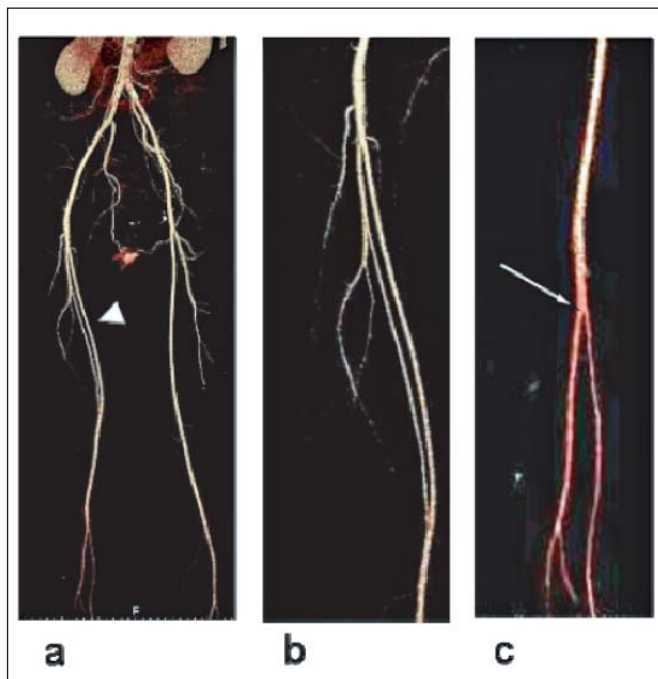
CT-Angiographie (VRT) nach interventioneller Rekonstruktion der Aortenbifurkation. (a): Becken-Bein-Übersicht beidseits mit Duplikatur der Oberschenkelarterie rechts (Pfeil); (b): Doppelung der A. femoralis superficialis rechts mit Inselbildung (Pfeil); (c): hohe Teilung der A. poplitea rechts (Pfeil) mit Abgang der A. tibialis posterior aus dem PII-Segment.
